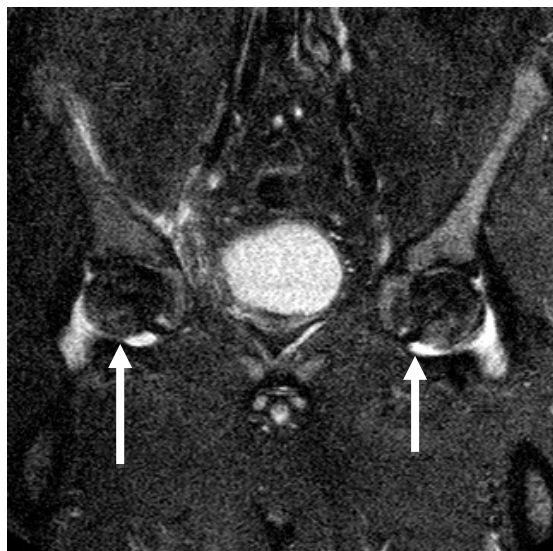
Магнитно-резонансная томограмма тазобедренных суставов в режиме STIR. Показаны реактивный синовит (гиперинтенсивный сигнал – сплошная стрелка), отек костной ткани слева (гиперинтенсивный сигнал – пунктирная стрелка). Также определяются снижение толщины хряща, формирование субхондральных кист (неоднородность сигнала слева, L-левая сторона). Рисунок из архива авторов.
